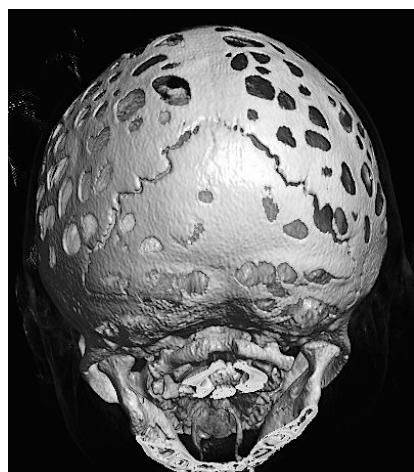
CT-scan avec reconstruction 3D : idem figure 1. Vue postérieure.
